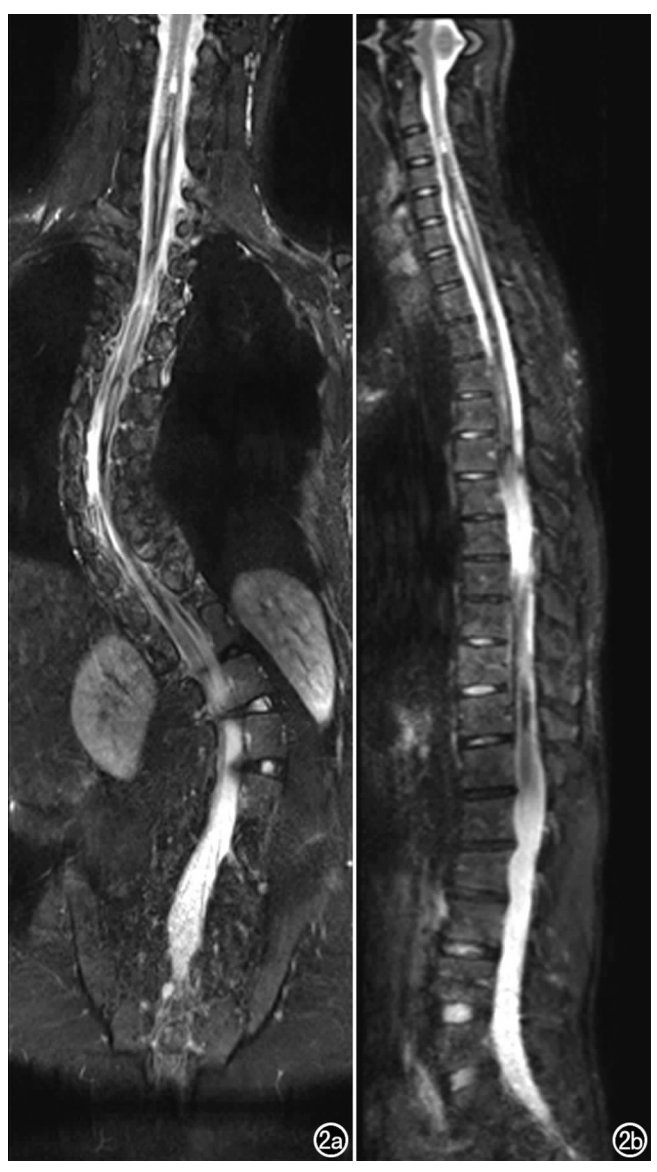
男, 19 岁, CS。3D MRI 扫描, 经曲面拼接重组后的全脊柱图。a) 拼接后冠状面曲面重组图 (SPACE TIRM T_2 WI); b) 拼接后矢状面曲面重组图 (SPACE TIRM T_2 WI)。
